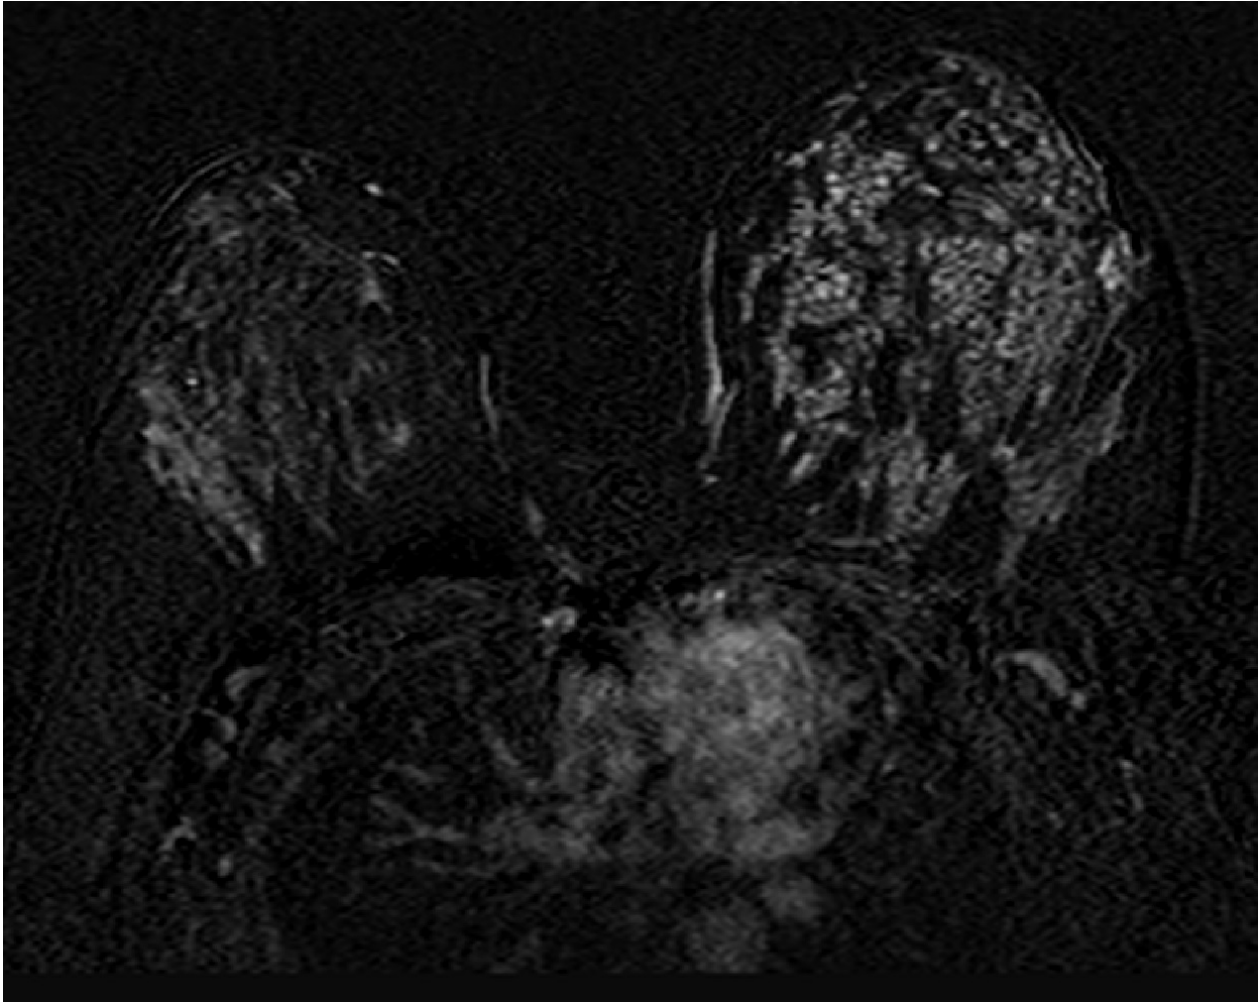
Imagens de ressonância (A) Axial T2 fat sat evidencia mamas extremamente fibroglandulares, com aumento do volume mamário à esquerda. (B) AxialT1 fat sat após contraste dinâmico 1ºmin e (C) com subtração notando-se realce não-nodular heterogêneo e difuso à esquerda.
